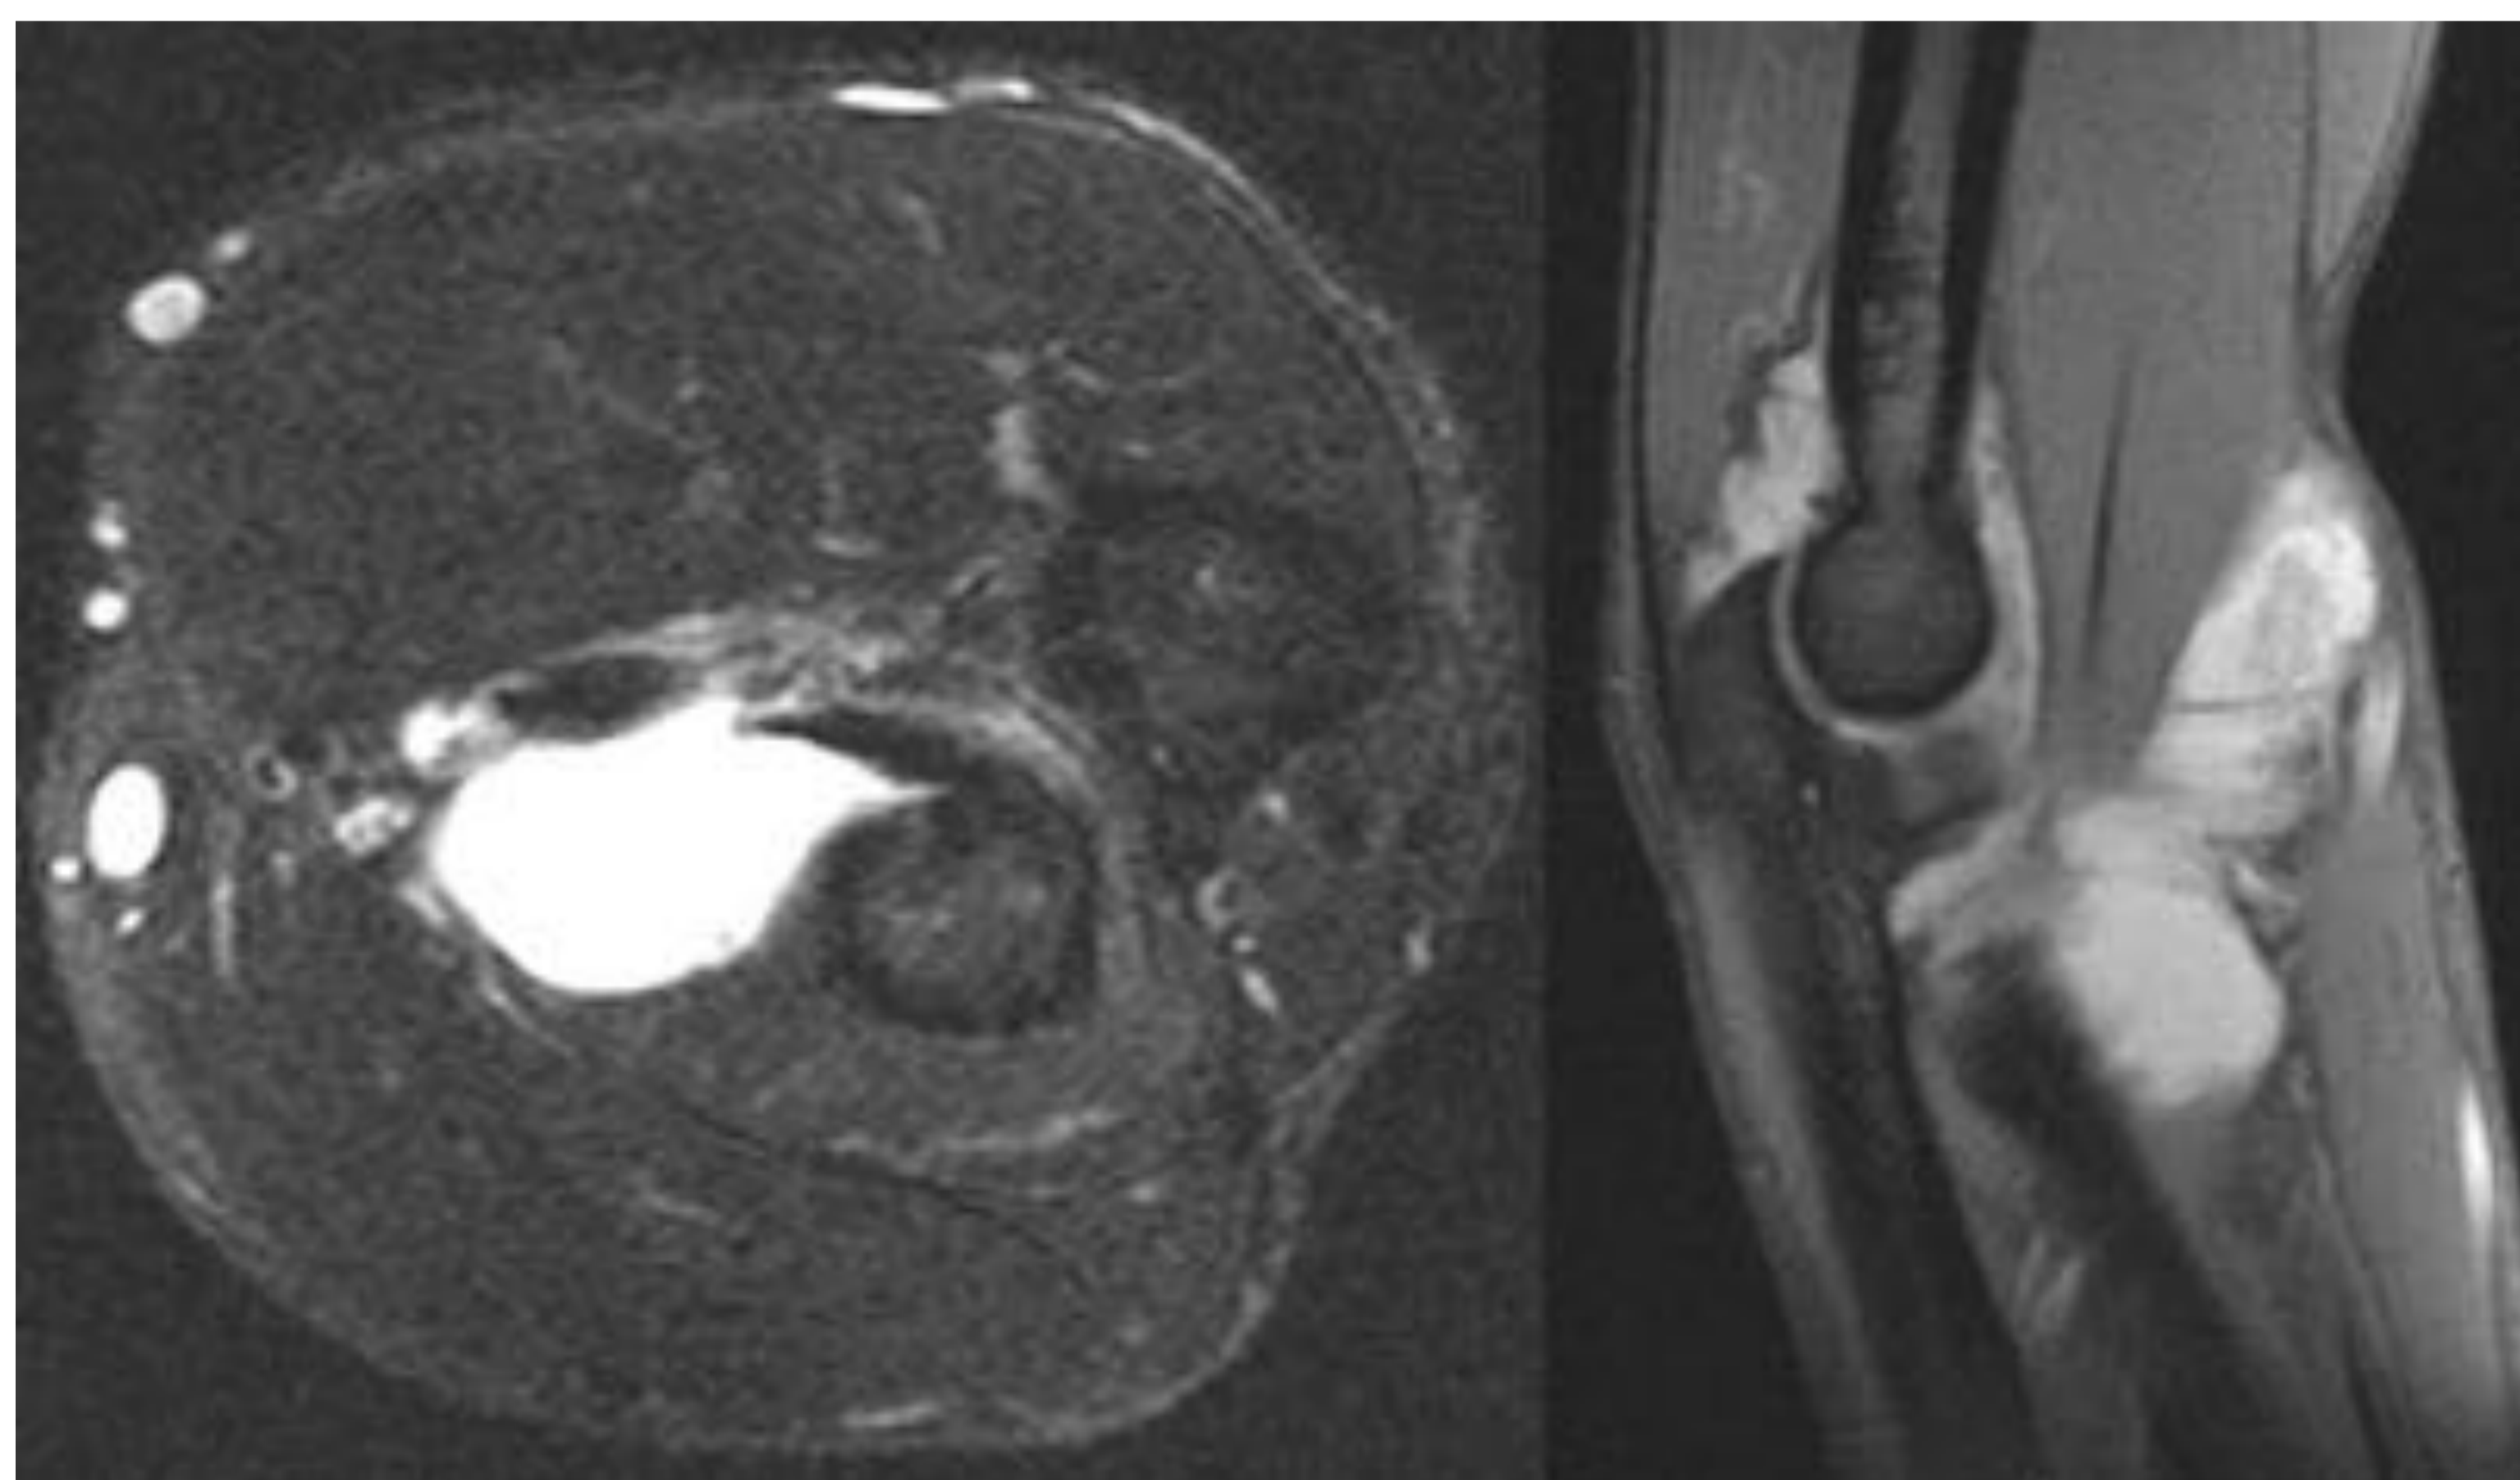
RM de codo, cortes axial en T1 (izquierda) y sagital GE (derecha) . Se observa distensión de las bursas sinoviales radio-bicipital predominantemente y olécraneana, en relación con bursitis post traumática.
